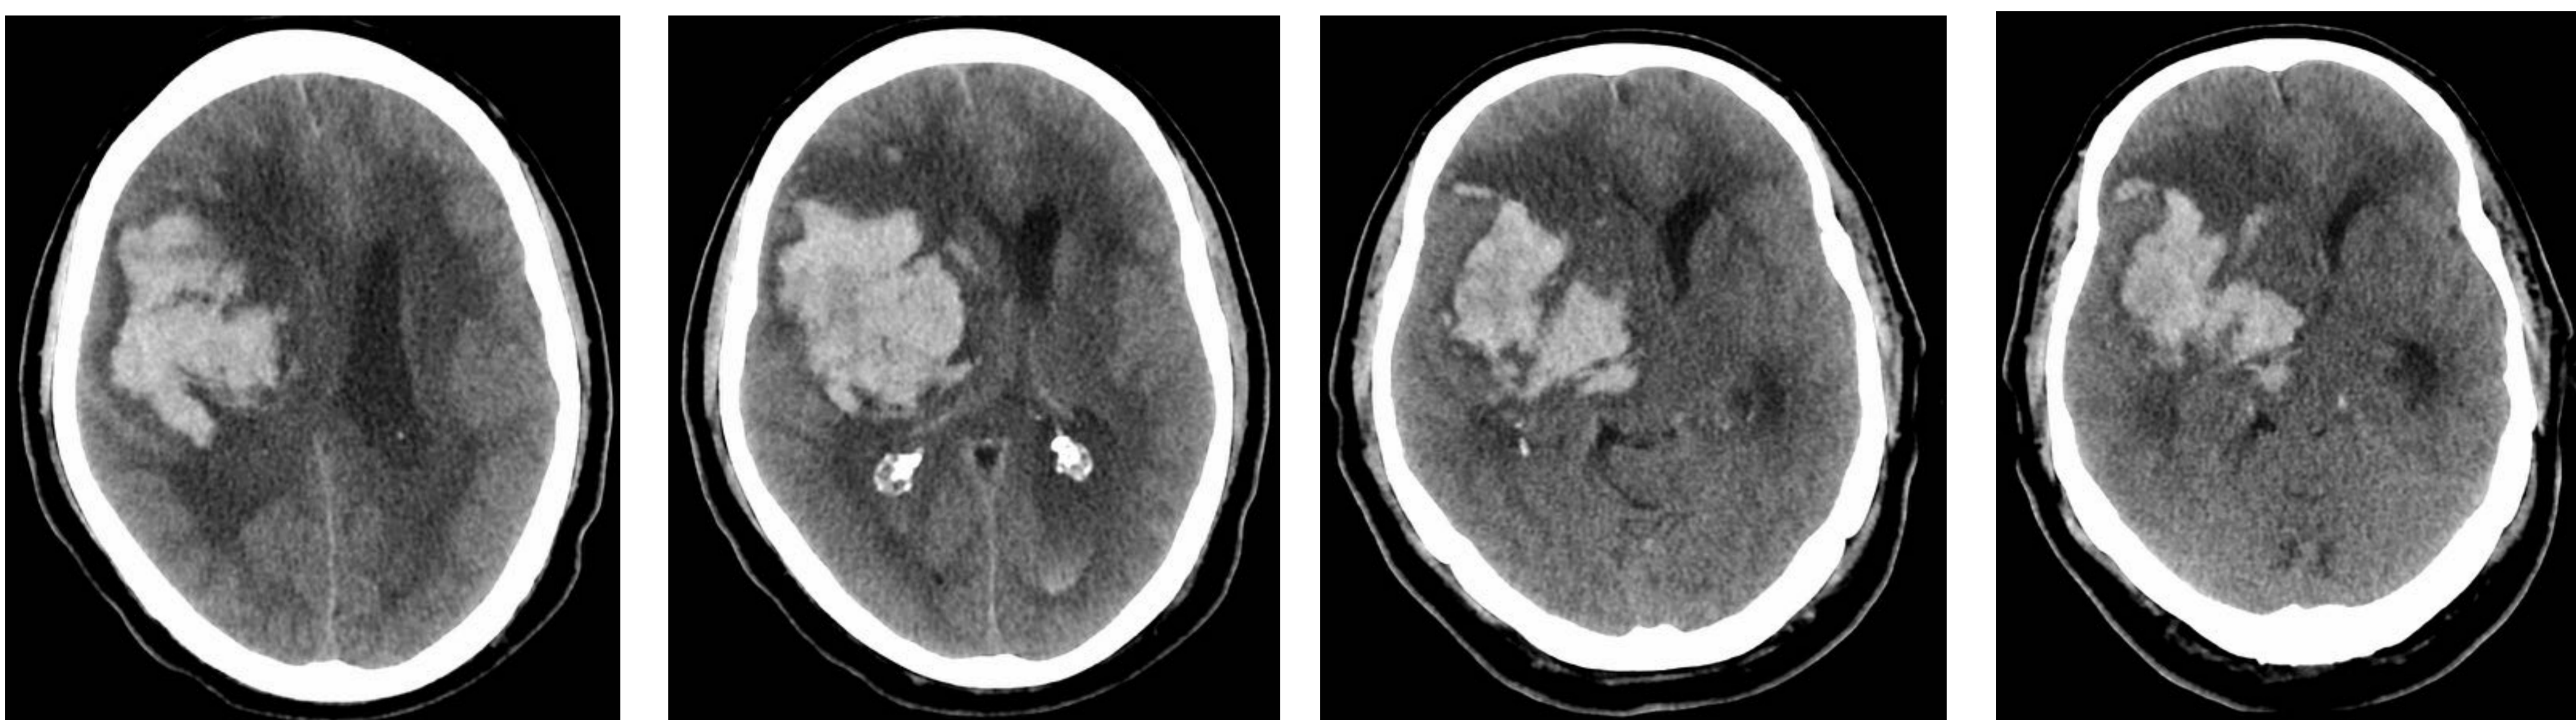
y 54 (cortes axiales TC): hematoma agudo en ganglios basales derechos con extensión a la sustancia blanca profunda del lóbulo frontal homolateral. Herniación subfalcina con desviación de la línea media de 12mm. Herniación transtentorial lateral con dilatación cisterna ambiens homolateral y dilatación asta temporal contralateral.
